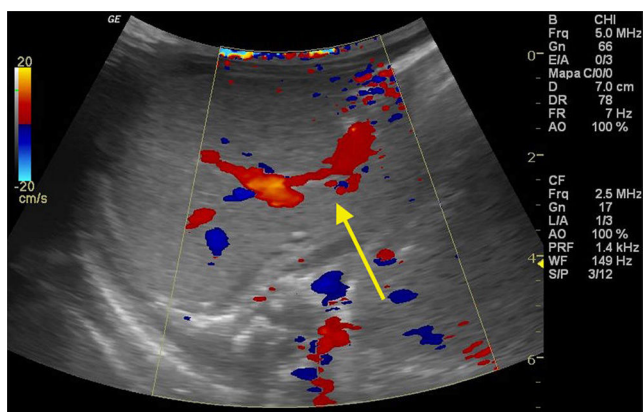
Ecografia abdominal com Doppler. A seta indica o *shunt* portossistêmico.
